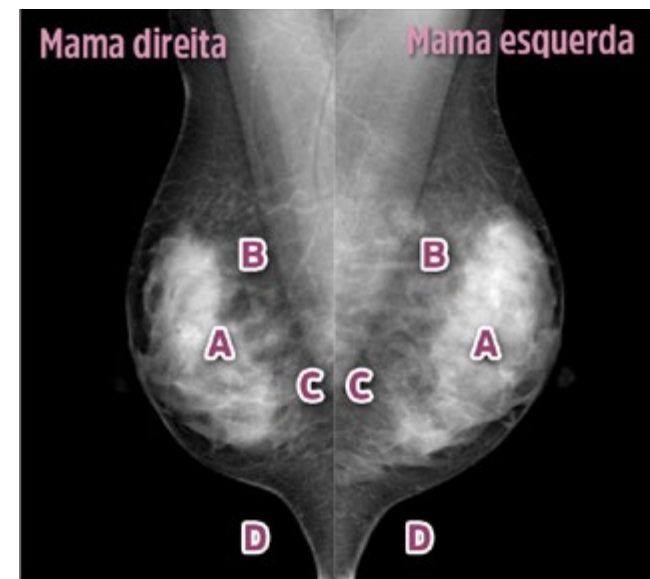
Incidência MLO bem posicionada, maneira correta de colocar as radiografias no negatoscópio ou no monitor. Em A, glândula; em B, camada adiposa posterior; em C, músculo grande peitoral abaixo da linha do mamilo, ambos com angulação simétrica; em D, sulco inframamário
